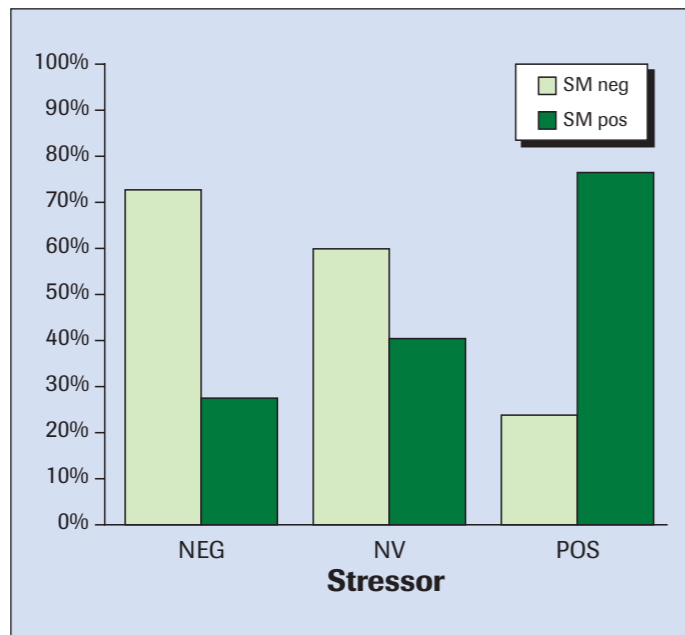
Relazione tra test da sforzo e scintigrafia miocardica.
